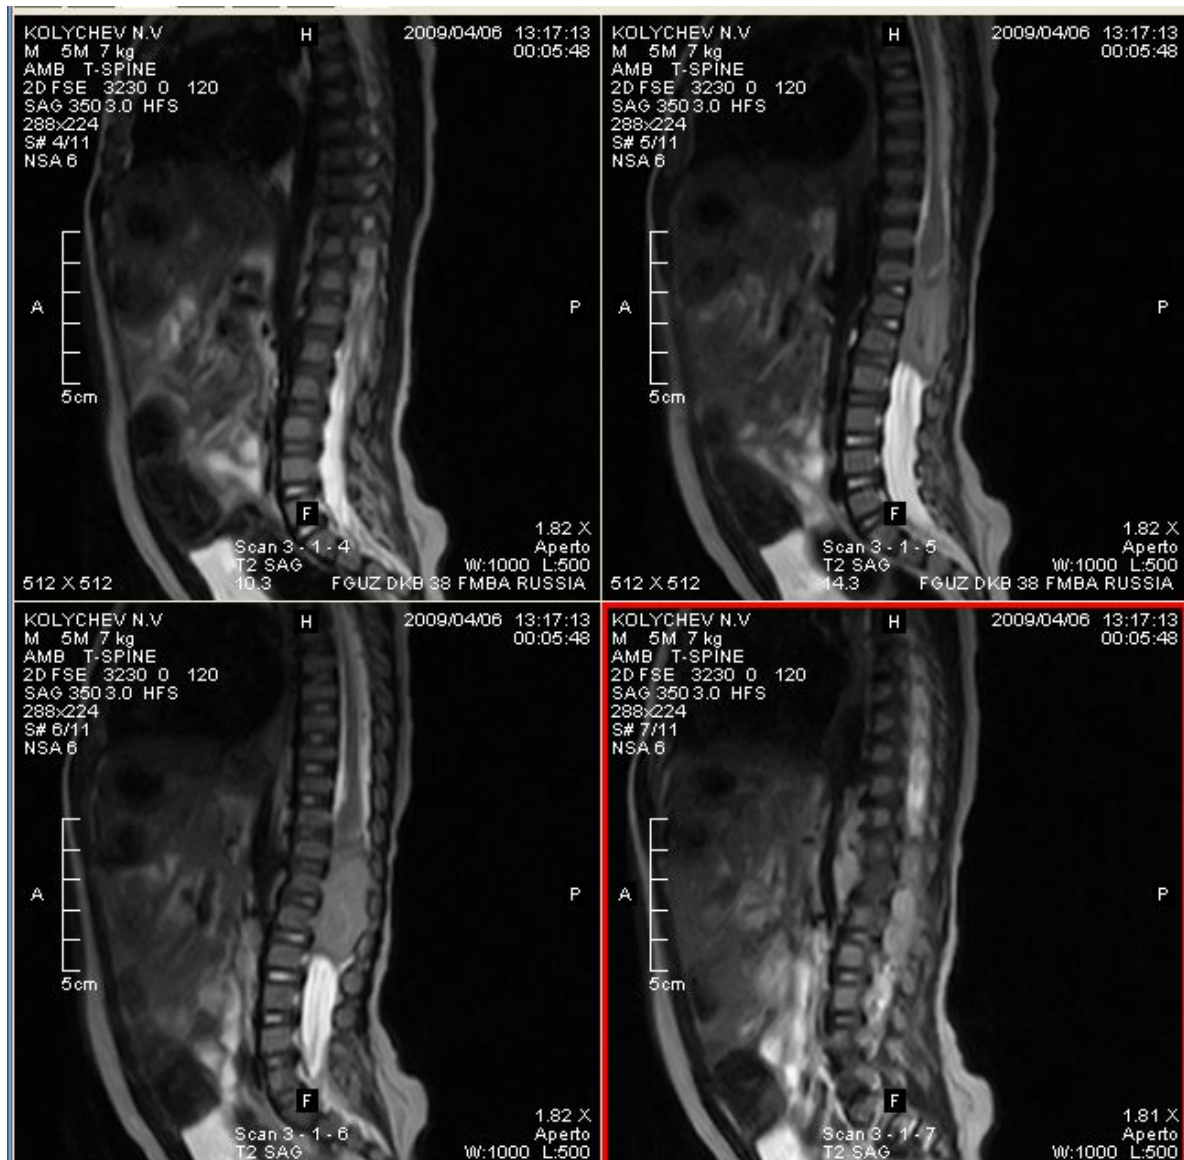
По данным МРТ выявляется опухоль с интравертебральным и паравертебральным распространением в области нижнего грудного и верхнего поясничного отделов позвоночника, стенозом позвоночного канала на уровне Т10-L2.
